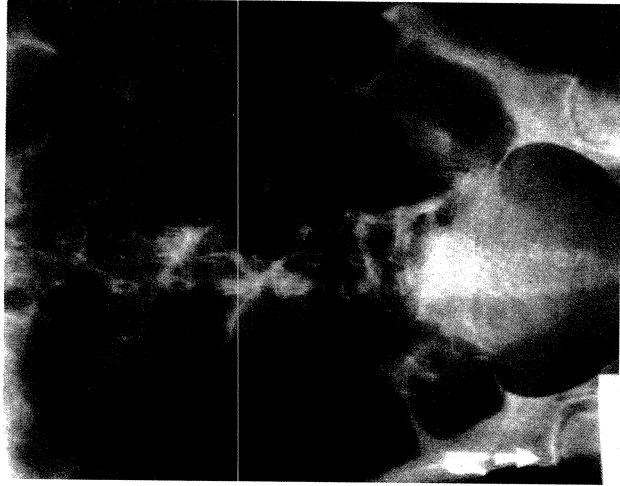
Abdominal radiograph showing paralytic ileus of the small bowel. This condition is differentiated from mechanical SBO and colonic obstruction by air in the distal sigmoid colon and rectum.
